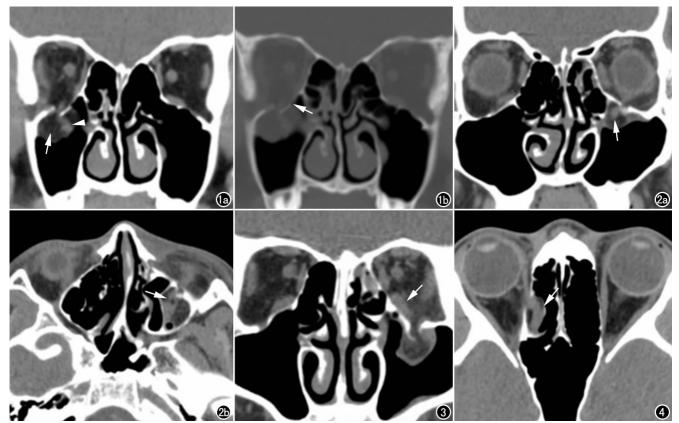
男,9岁,右眼外伤后眼球垂直转动障碍。a) CT 冠状面重组软组织窗示右眼眶下壁裂隙样骨折,下直肌(箭头)和眶内脂肪(箭)向下疝出并箝闭于骨折处;b) CT 冠状面重组骨窗示弹性回缩骨片一侧与眶壁相连(箭)。 图 2 女,6岁,左眼外伤后眼球垂直转动障碍。CT 平扫示左眼眶下壁裂隙样骨折,下直肌(箭)及眶内脂肪同时箝闭于骨折处。a) 冠状面;b) 横轴面。 图 3 男,7岁,左眼外伤后眼球垂直转动障碍,冠状面重组示左眼眶下壁裂隙样骨折,眶内脂肪箝闭于骨折处,下直肌增粗(箭),眶内脂肪密度增高。 图 4 男,14岁,右眼外伤后眼球水平转动障碍。横轴面 CT 示右眼眶内侧壁裂隙样骨折,内直肌箝闭于骨折处(箭)。
